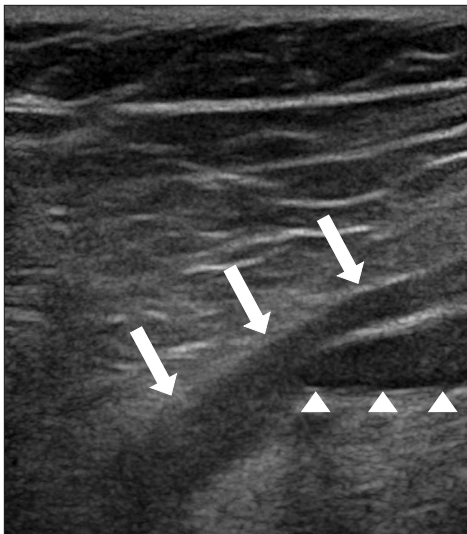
Ultrasonographic image showed that the cross-pin was nearly in contact with the popliteal artery but not penetrated (white arrows: popliteal artery, white arrow heads: cross pin).
